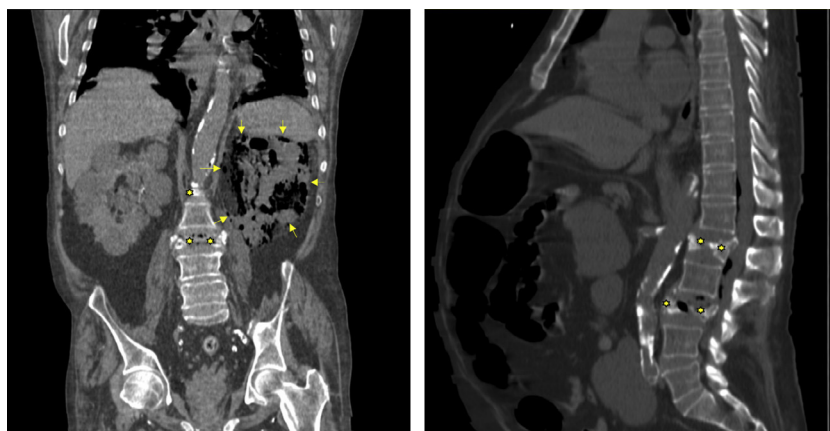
Cortes de tomografía axial computarizada que muestra la presencia de un absceso retroperitoneal (flechas) y de espondilodiscitis de las vértebras lumbares 1.^a y 3.^a con burbujas aéreas en su interior (estrellas).
